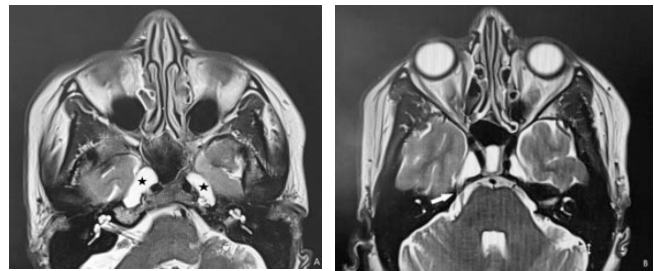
IRM en coupe axiale séquence T2 TSE (A) montrant un élargissement des cavae de Meckel (étoiles), IRM en coupe axiale séquence T2 TSE (B): élargissement des espaces sous arachnoïdiens péripontiques avec passage du nerf trijumeau dans les cavae de Meckel (flèche)
